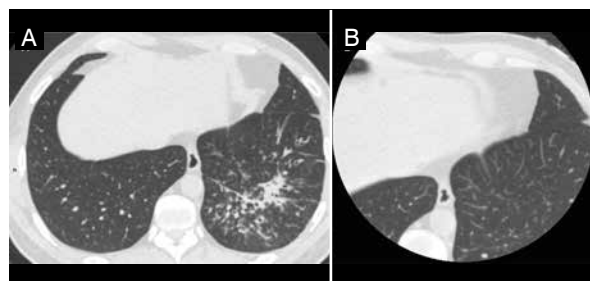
Pneumonia no lobo pulmonar inferior esquerdo caracterizado na tomografia de tórax pela presença de consolidação e de nódulos centrolobulares representando preenchimento de pequenas vias aéreas (A). Realizada tomografia do coração (B) 1 semana após, evidenciando melhora radiológica.
